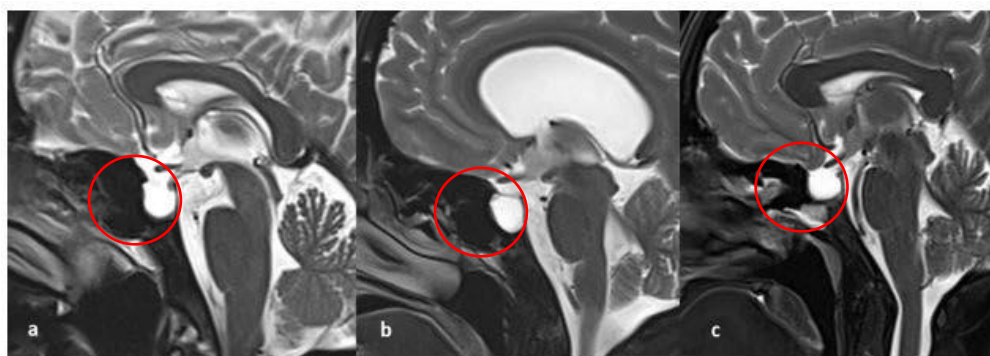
Formatos da sela turca (sinalizada pelo círculo vermelho) em RM de crânio. Imagem a) redondo, imagem b) Oval, imagem c) achatada. Reproduzida de: Kilinç et al., 2022.
